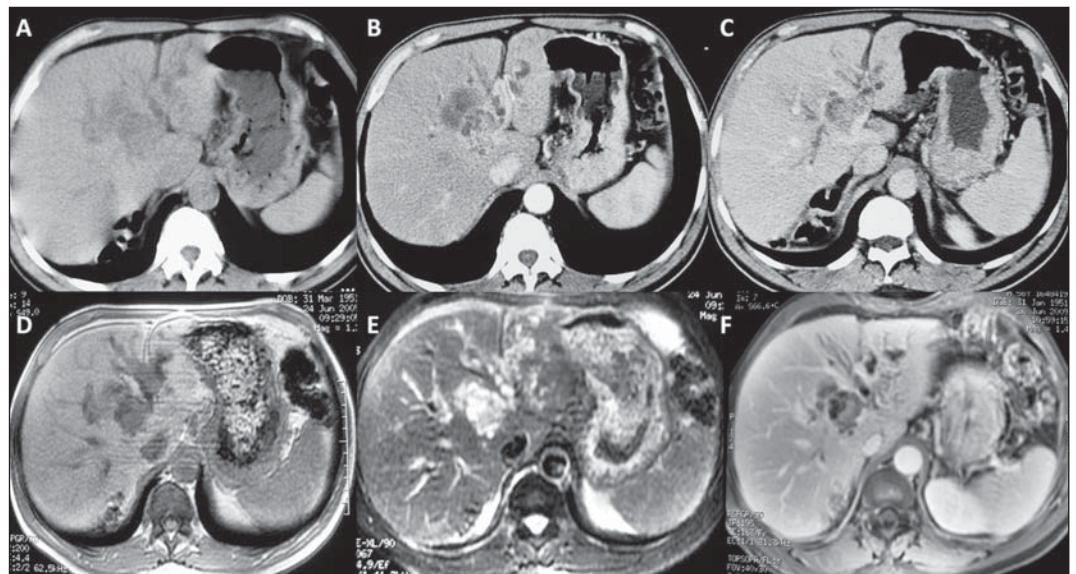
A,B,C: Tomografia computadorizada do abdome. D,E,F: Ressonância magnética do abdome.
